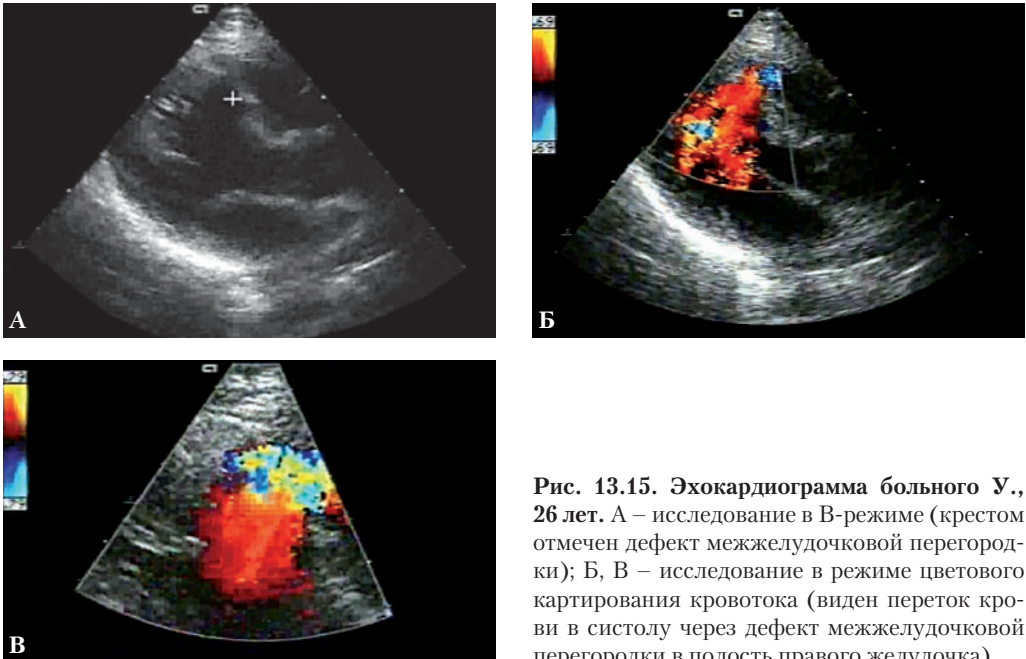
Эхокардиограмма больного У., 26 лет. А – исследование в В-режиме (крестом отмечен дефект межжелудочковой перегородки); Б, В – исследование в режиме цветового картирования кровотока (виден переток крови в систолу через дефект межжелудочковой перегородки в полость правого желудочка).
